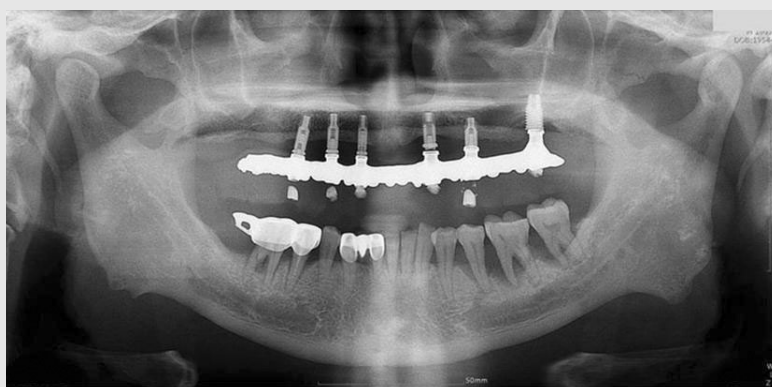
Panoramic radiograph at first visit.
